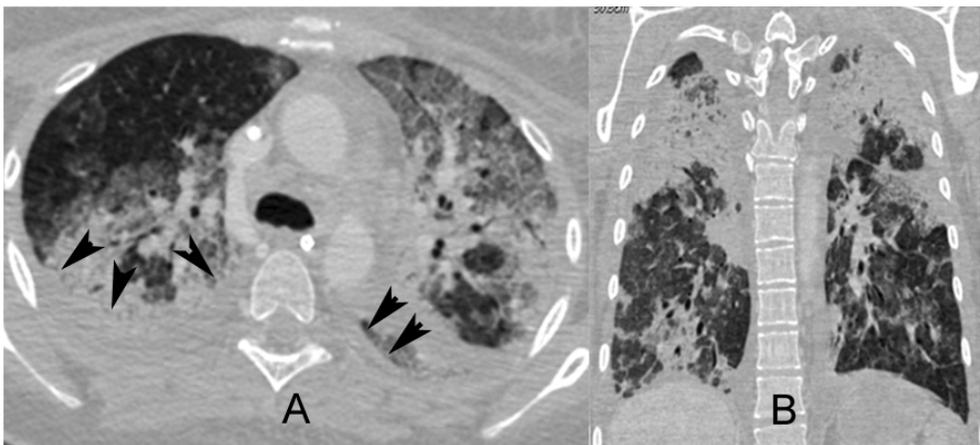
Paciente do sexo feminino de 25 anos com pneumonia H1N1. (A) CT mostra consolidações bilaterais envolvendo predominantemente as regiões superiores. (B) A reconstrução coronal mostra que as consolidações são difusas mas predominam na porções superiores. Também se observa derrame pleural bilateral (cabeças de seta).
